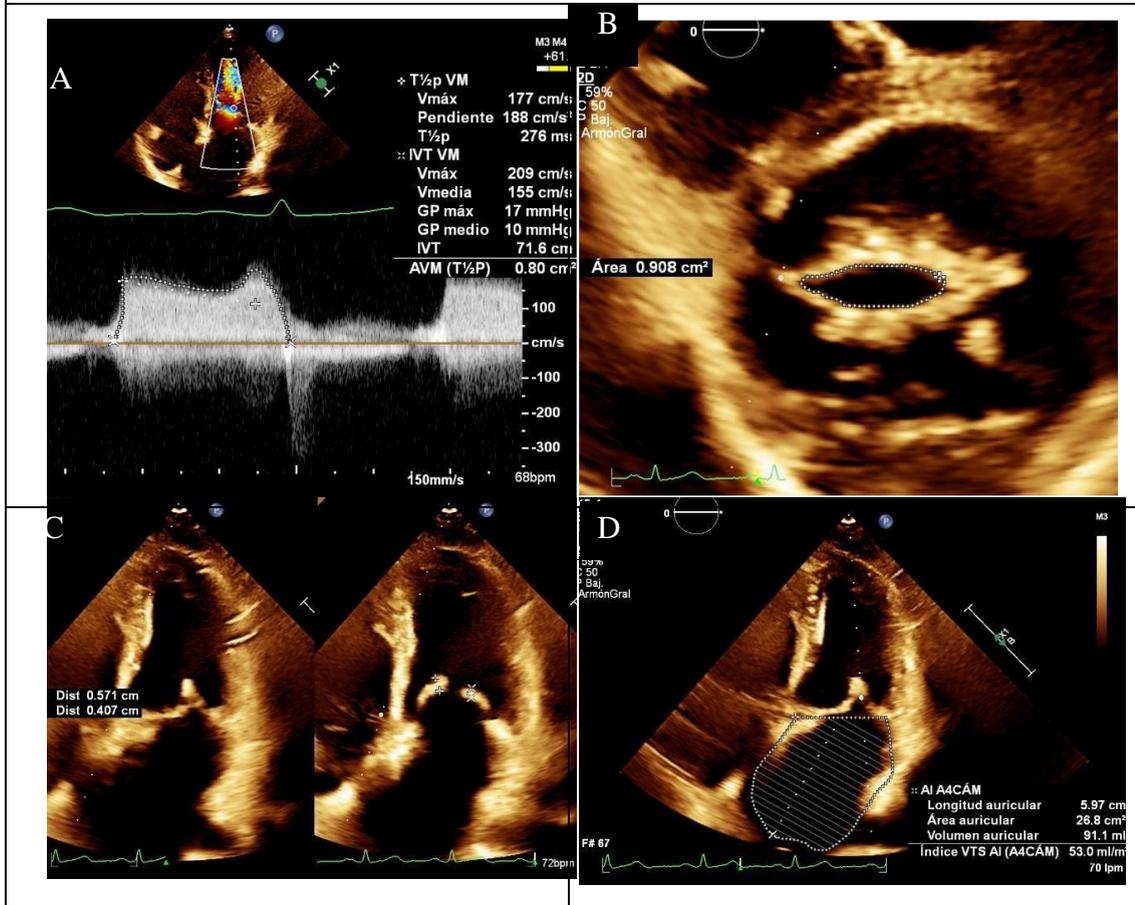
ETT. Al Doppler mitral se mide un tiempo de hemipresión de 276 ms y se estima un área valvular de 0.8 cm² (Imagen A). Por planimetría se mide un área valvular de 0.9 cm² (Imagen B). Válvula mitral engrosada con cambios reumáticos (Imagen C). AI con dilatación severa, volumen 91 ml (Imagen D).
